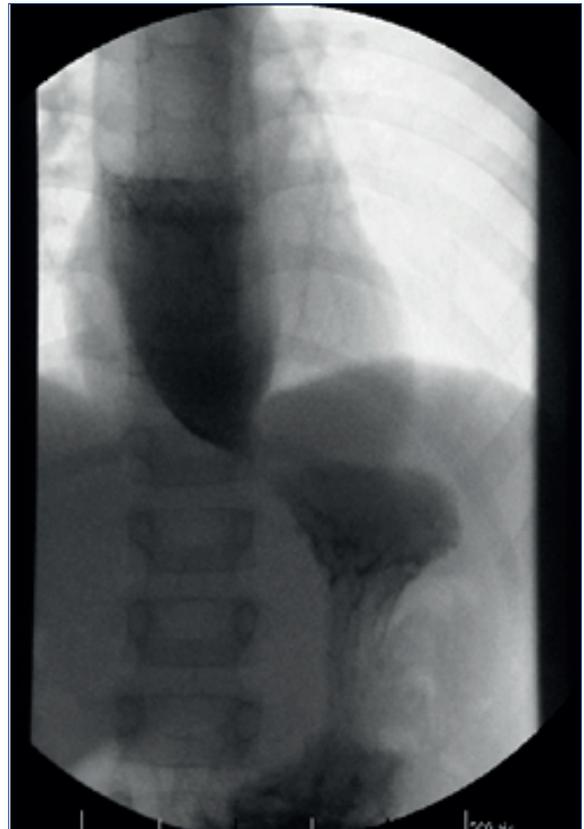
Tomografía de abdomen: stop a nivel de unión cardioesofágica y dilatación de esófago proximal con nivel hidroaéreo en su interior.
